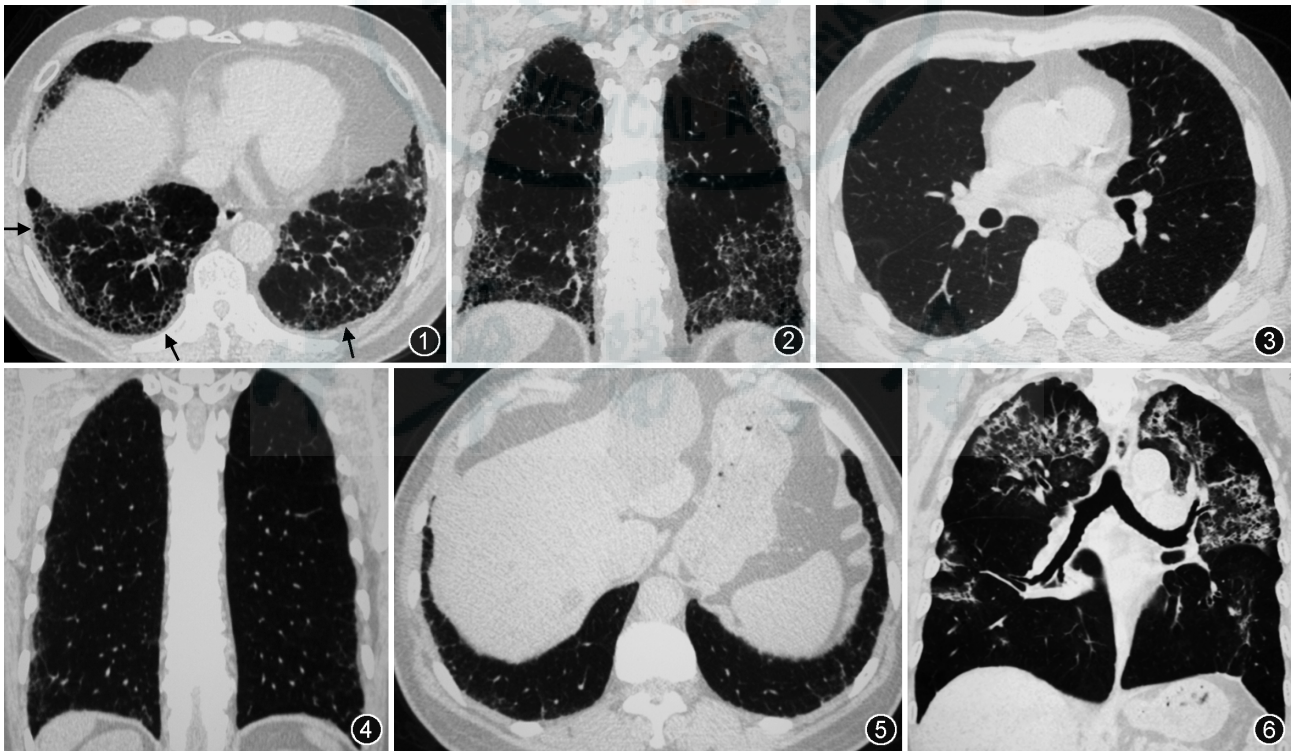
2 普通型间质性肺炎(UIP)型:患者男,74 岁,轴位高分辨率 CT 肺窗(图 1)示双下肺胸膜下网格影及蜂窝影(箭头所示);冠状位重组像(图 2)示网格影及蜂窝影,双下肺分布 图 3~5 可能普通型间质性肺炎(UIP)型:患者男,78 岁,轴位高分辨率 CT 肺窗中间支气管层面(图 3)显示双肺胸膜下少许小叶间隔增厚;冠状重组像(图 4)显示双肺外周胸膜下线状及网状影,双下肺分布;两侧肺底层面(图 5)显示双侧下叶后基底段网状影,无蜂窝影 图 6 非普通型间质性肺炎(UIP)型:患者男,62 岁,淋巴瘤化疗后,冠状重组像显示双肺多发斑片状实变影及磨玻璃影,内见多发小含气腔,病变以双上肺分布为主,双肺含气腔不是蜂窝影,为小叶中心型肺气肿基础上的实变影和磨玻璃所致
